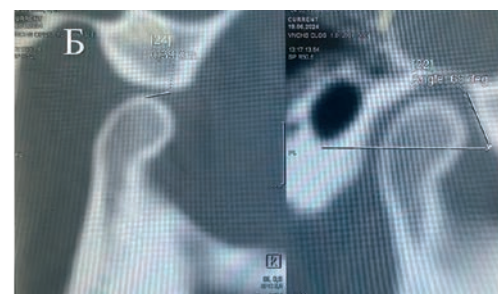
Компьютерная томограмма пациента К., 25 лет, в сагиттальной плоскости в положении «рот открыт»: а – суставная головка слева, б – справа
